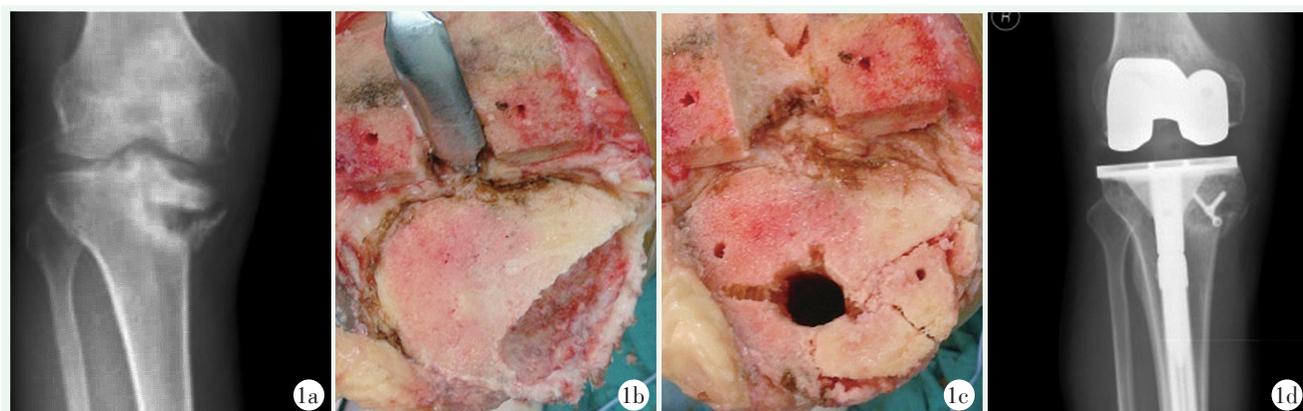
患者，男，60岁，右膝关节疼痛伴内翻不稳，行走困难 1a: 术前正位X线片示右膝OA伴内侧平台劈裂塌陷骨缺损 1b: 术中骨缺损情况，缺损面积>单髁的1/2，深达2 cm 1c: 植骨后恢复胫骨平台形态及骨量 1d: 术后2年正位X线片示植骨愈合，假体稳定
